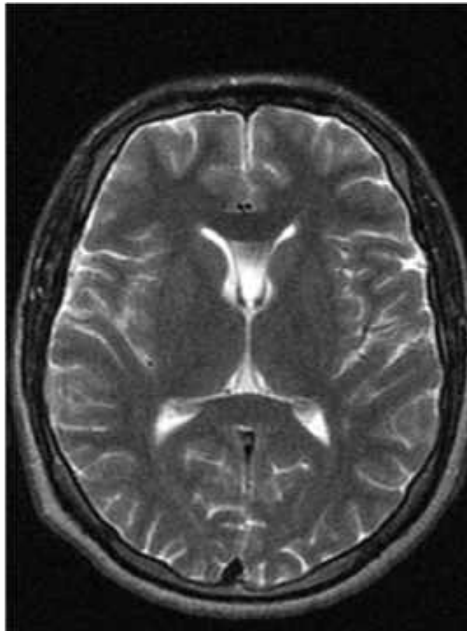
Клінічне спостереження №172. Пацієнт У-ий (амбулаторна карта №1400369). МРТ головного мозку. Т2 ЗЗ (аксіальна проекція). Розширення ППП (V шлуночок) 1,38 см.
